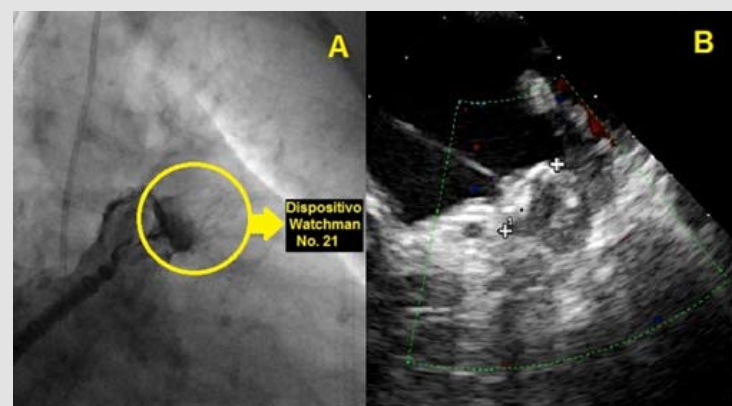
Posição definitiva do dispositivo Watchman após a intervenção por cateterismo. A: Angiografia. B: Ecocardiografia Transesofágica.
